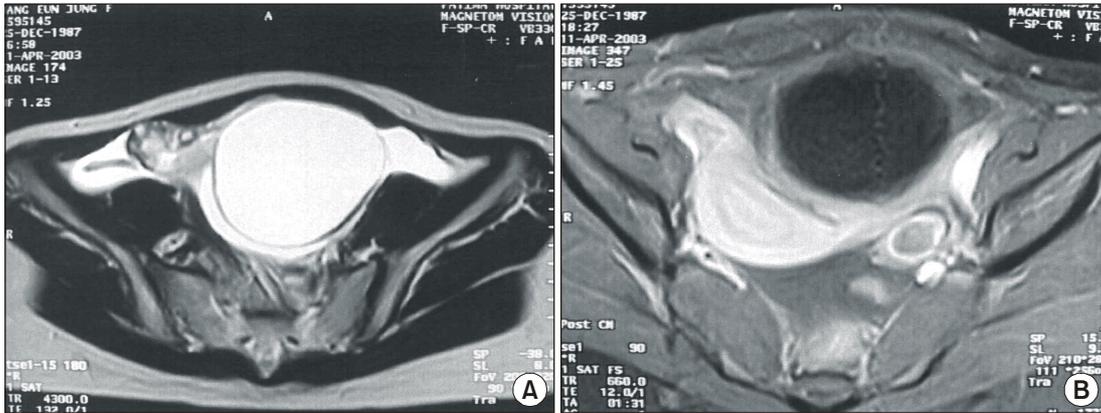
MRI shows a torsion of right ovary and right parovarian cyst (A) and a left normal ovary (B).
